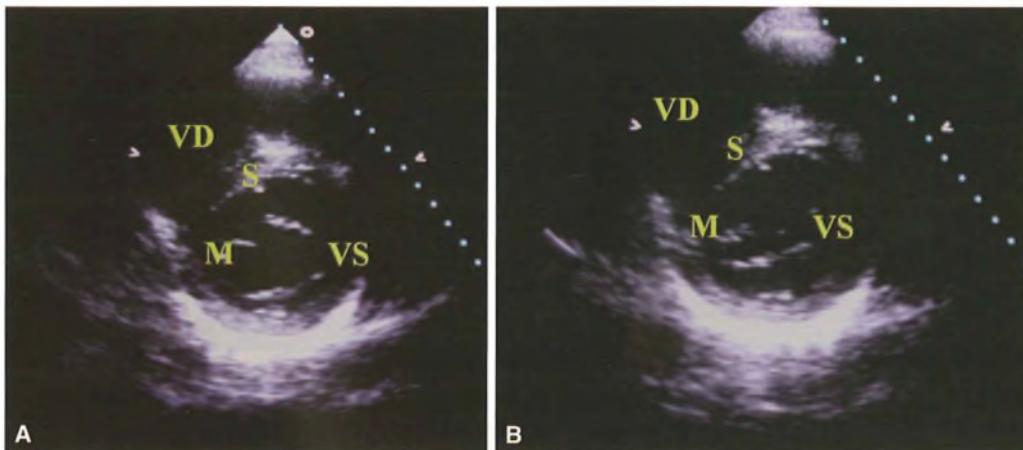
Ecocardiografia B-mode: scansione in asse corto parasternale della valvola mitrale. A) Diastole ventricolare: la valvola mitrale (M) è aperta (VD = ventricolo destro; S = setto interventricolare; VS = ventricolo sinistro).
